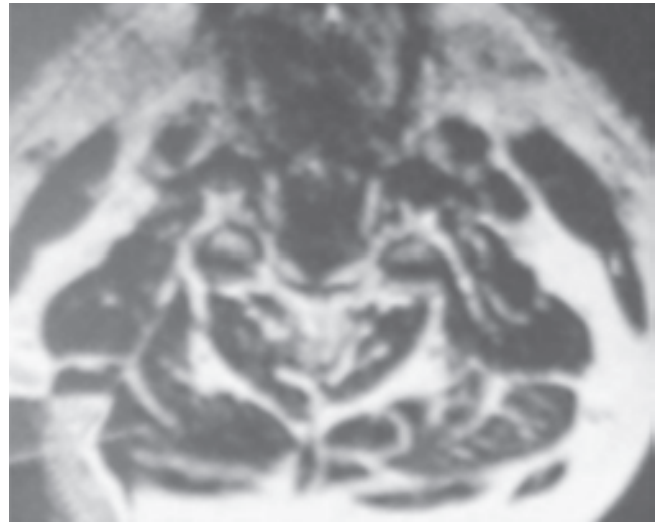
RM de columna cervical, en corte axial, en fase T2, en la que se observa protrusión discal la cual se encuentra comprimiendo médula espinal sobre línea media.
